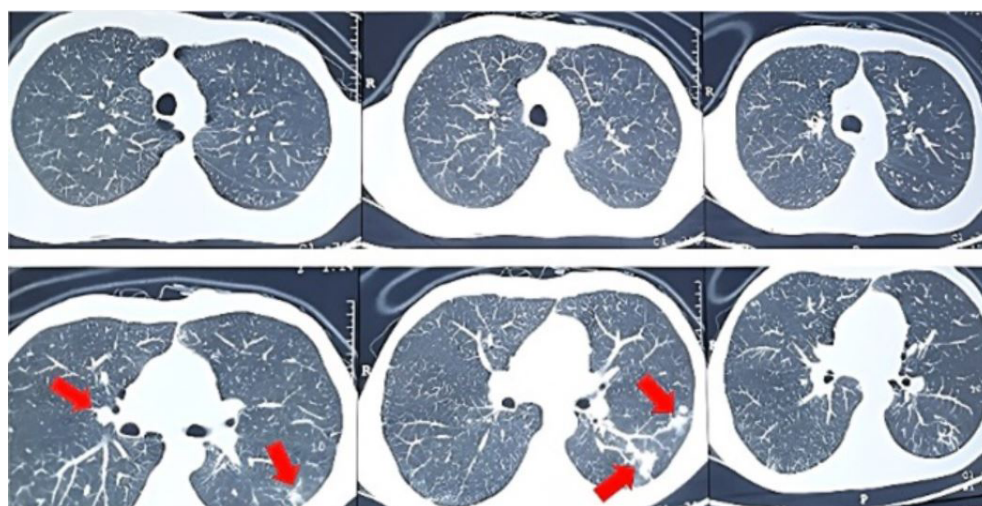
Imagens de tomografia computadorizada de tórax (junho de 2020) apresentando lesões nodulares bilaterais, esparsas e não calcificadas (setas vermelhas), interpretadas como infecção fúngica.
